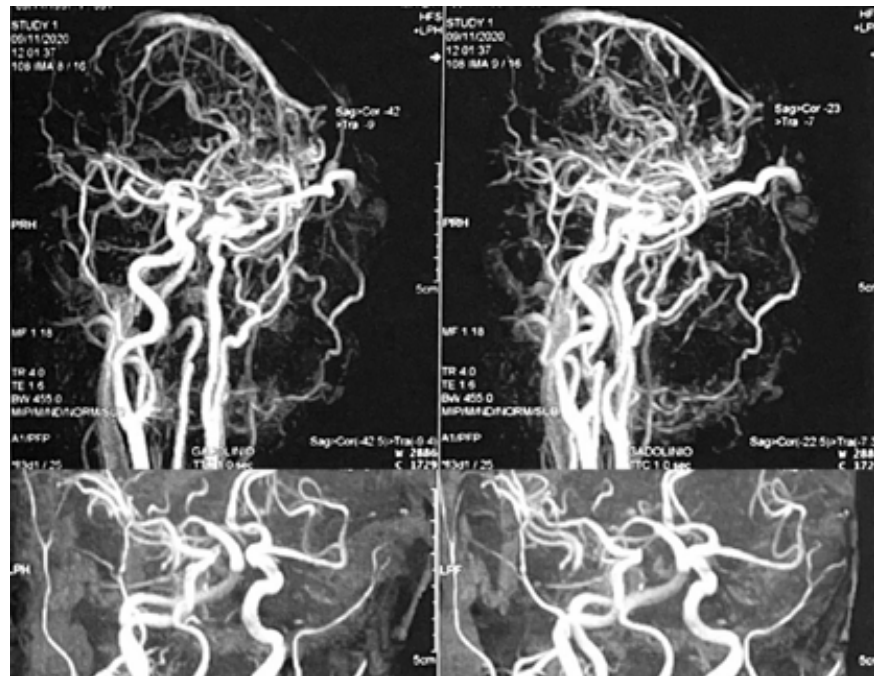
Angioresonancia magnética cerebral
